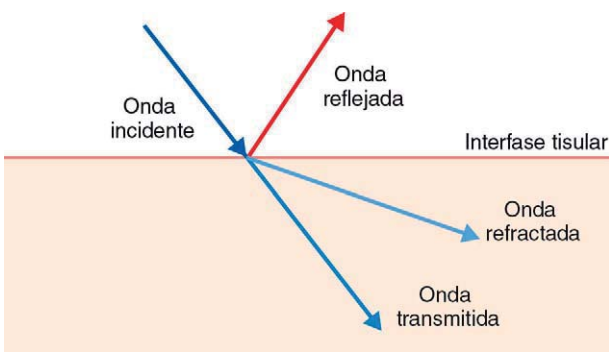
Reflexión y refracción del ultrasonido.
